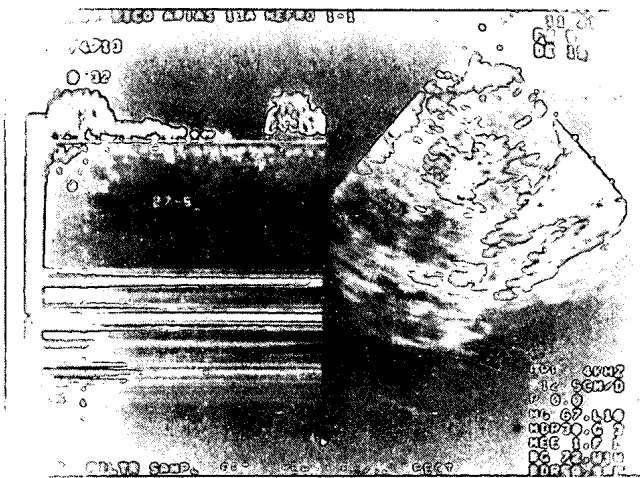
Mitad derecha de la imagen: Ecografía sectorial en injerto con rechazo agudo. Mitad izquierda: Curva tipo «Pico de Gibraltar».
